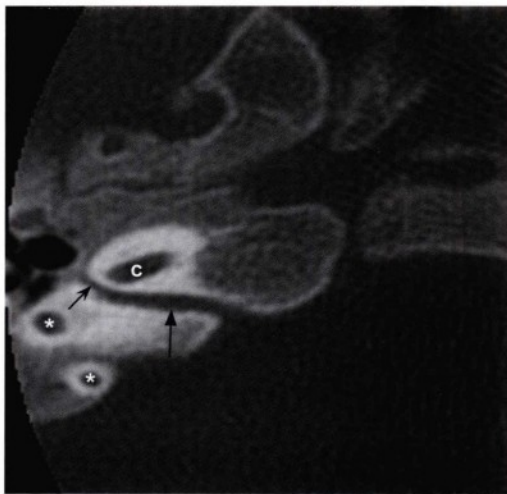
同一患者经右侧内听道(IAC)水平的薄层高分辨率轴位CT骨窗图像,显示右侧内听道狭小。该患者患有先天性前庭蜗神经发育不全,仅见面神经穿过狭窄的内听道(直箭头)。注意面神经管壶腹段起源于内听道底部(c,耳蜗;星号,上半规管的前肢和后肢)。
